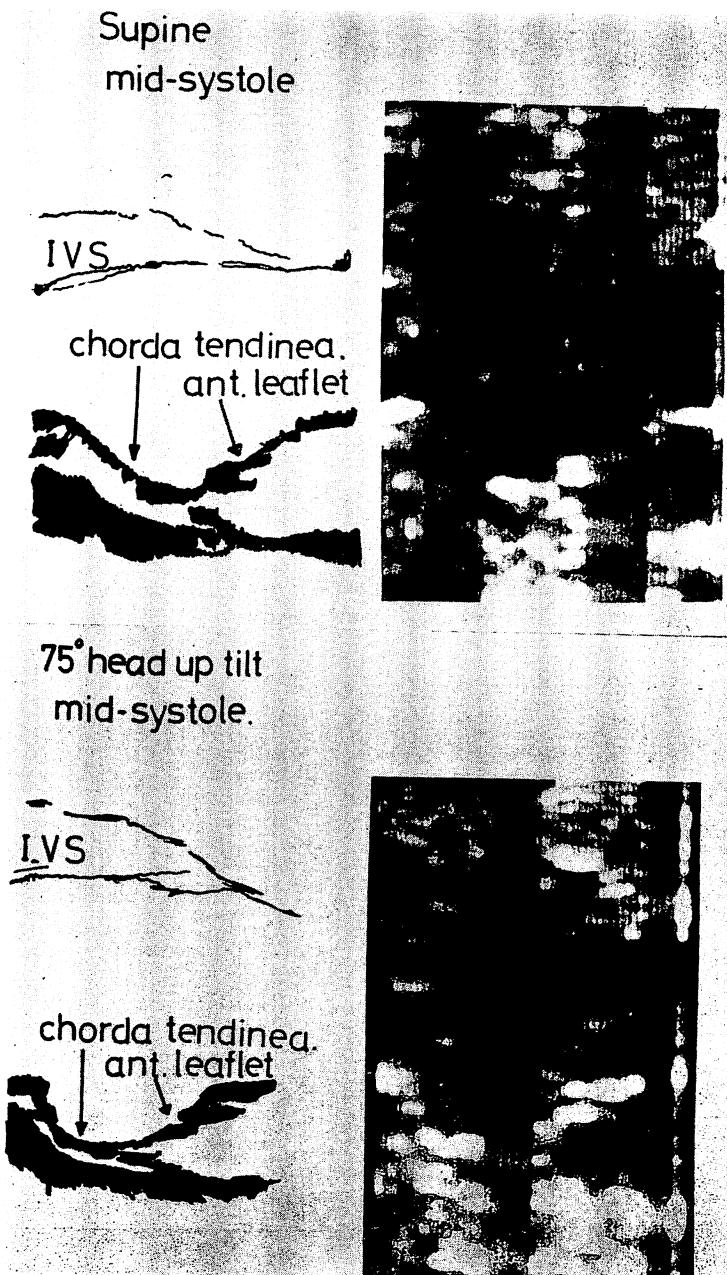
Cross-sectional echocardiogram.
